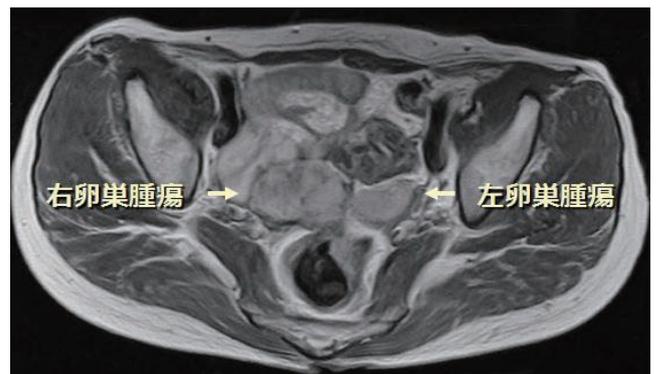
MRI像 CT像と同様に造影される両側の卵巣腫瘍を認めた。
